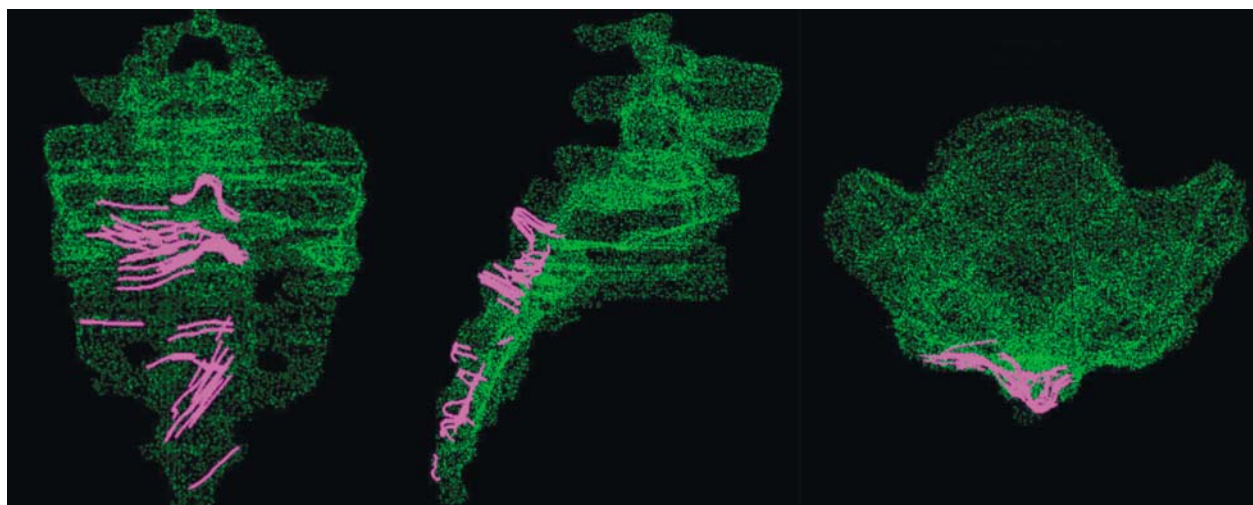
Fusion d'images entre une reconstruction tomodensitométrique (TDM) du bloc lombo-sacro-coccygien et des images numérisées à partir de l'utilisation d'une
